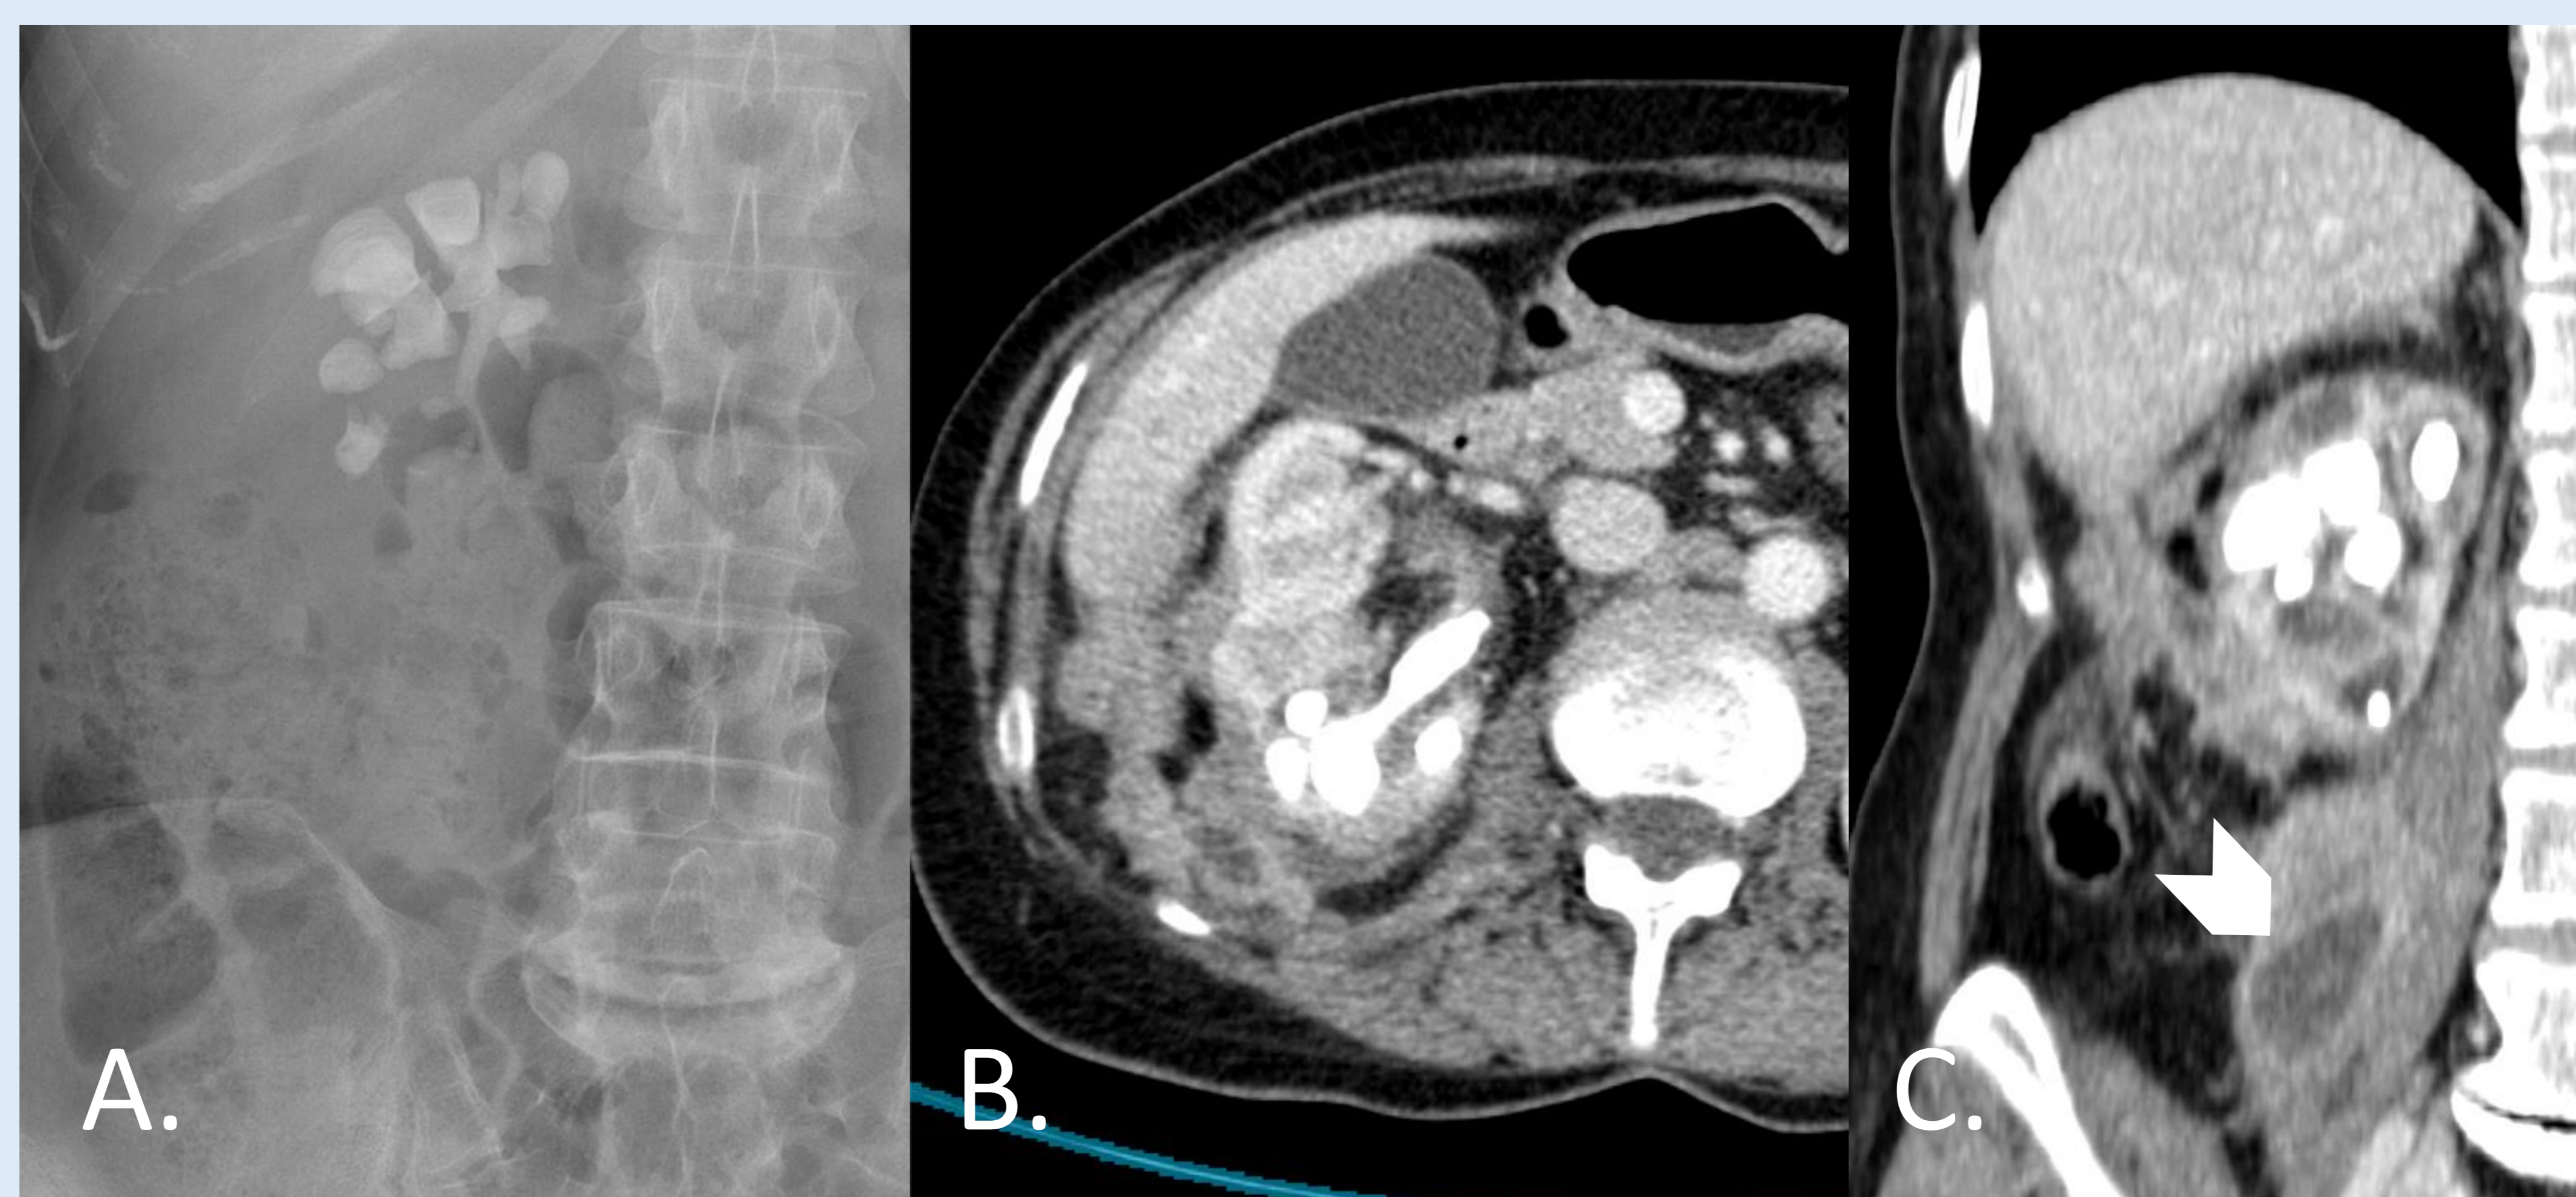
Cuadro de astenia y dolor en hipocondrio derecho desde hace tres meses. A. Rx simple de abdomen donde vemos una litiasis coraliforme en fosa renal derecha. B y C. Imágenes axial y coronal de un TC en fase venosa en el que vemos las litiasis coraliformes y múltiples colecciones que reemplazan el parénquima renal y que se extienden hacia el espacio perirrenal, al espacio pararrenal posterior y se extienden hacia el músculo psoas derecho (punta de flecha).
